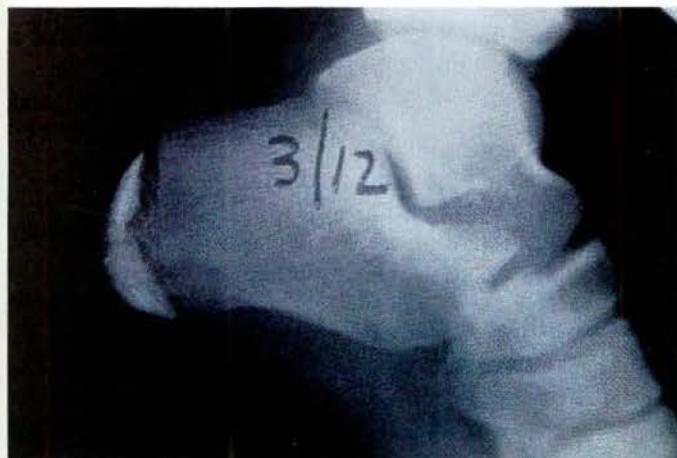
Osteomielitis hematogena. Primera radiografía en la que no se denotan anomalías, excepto una apofisitis del calcáneo.
